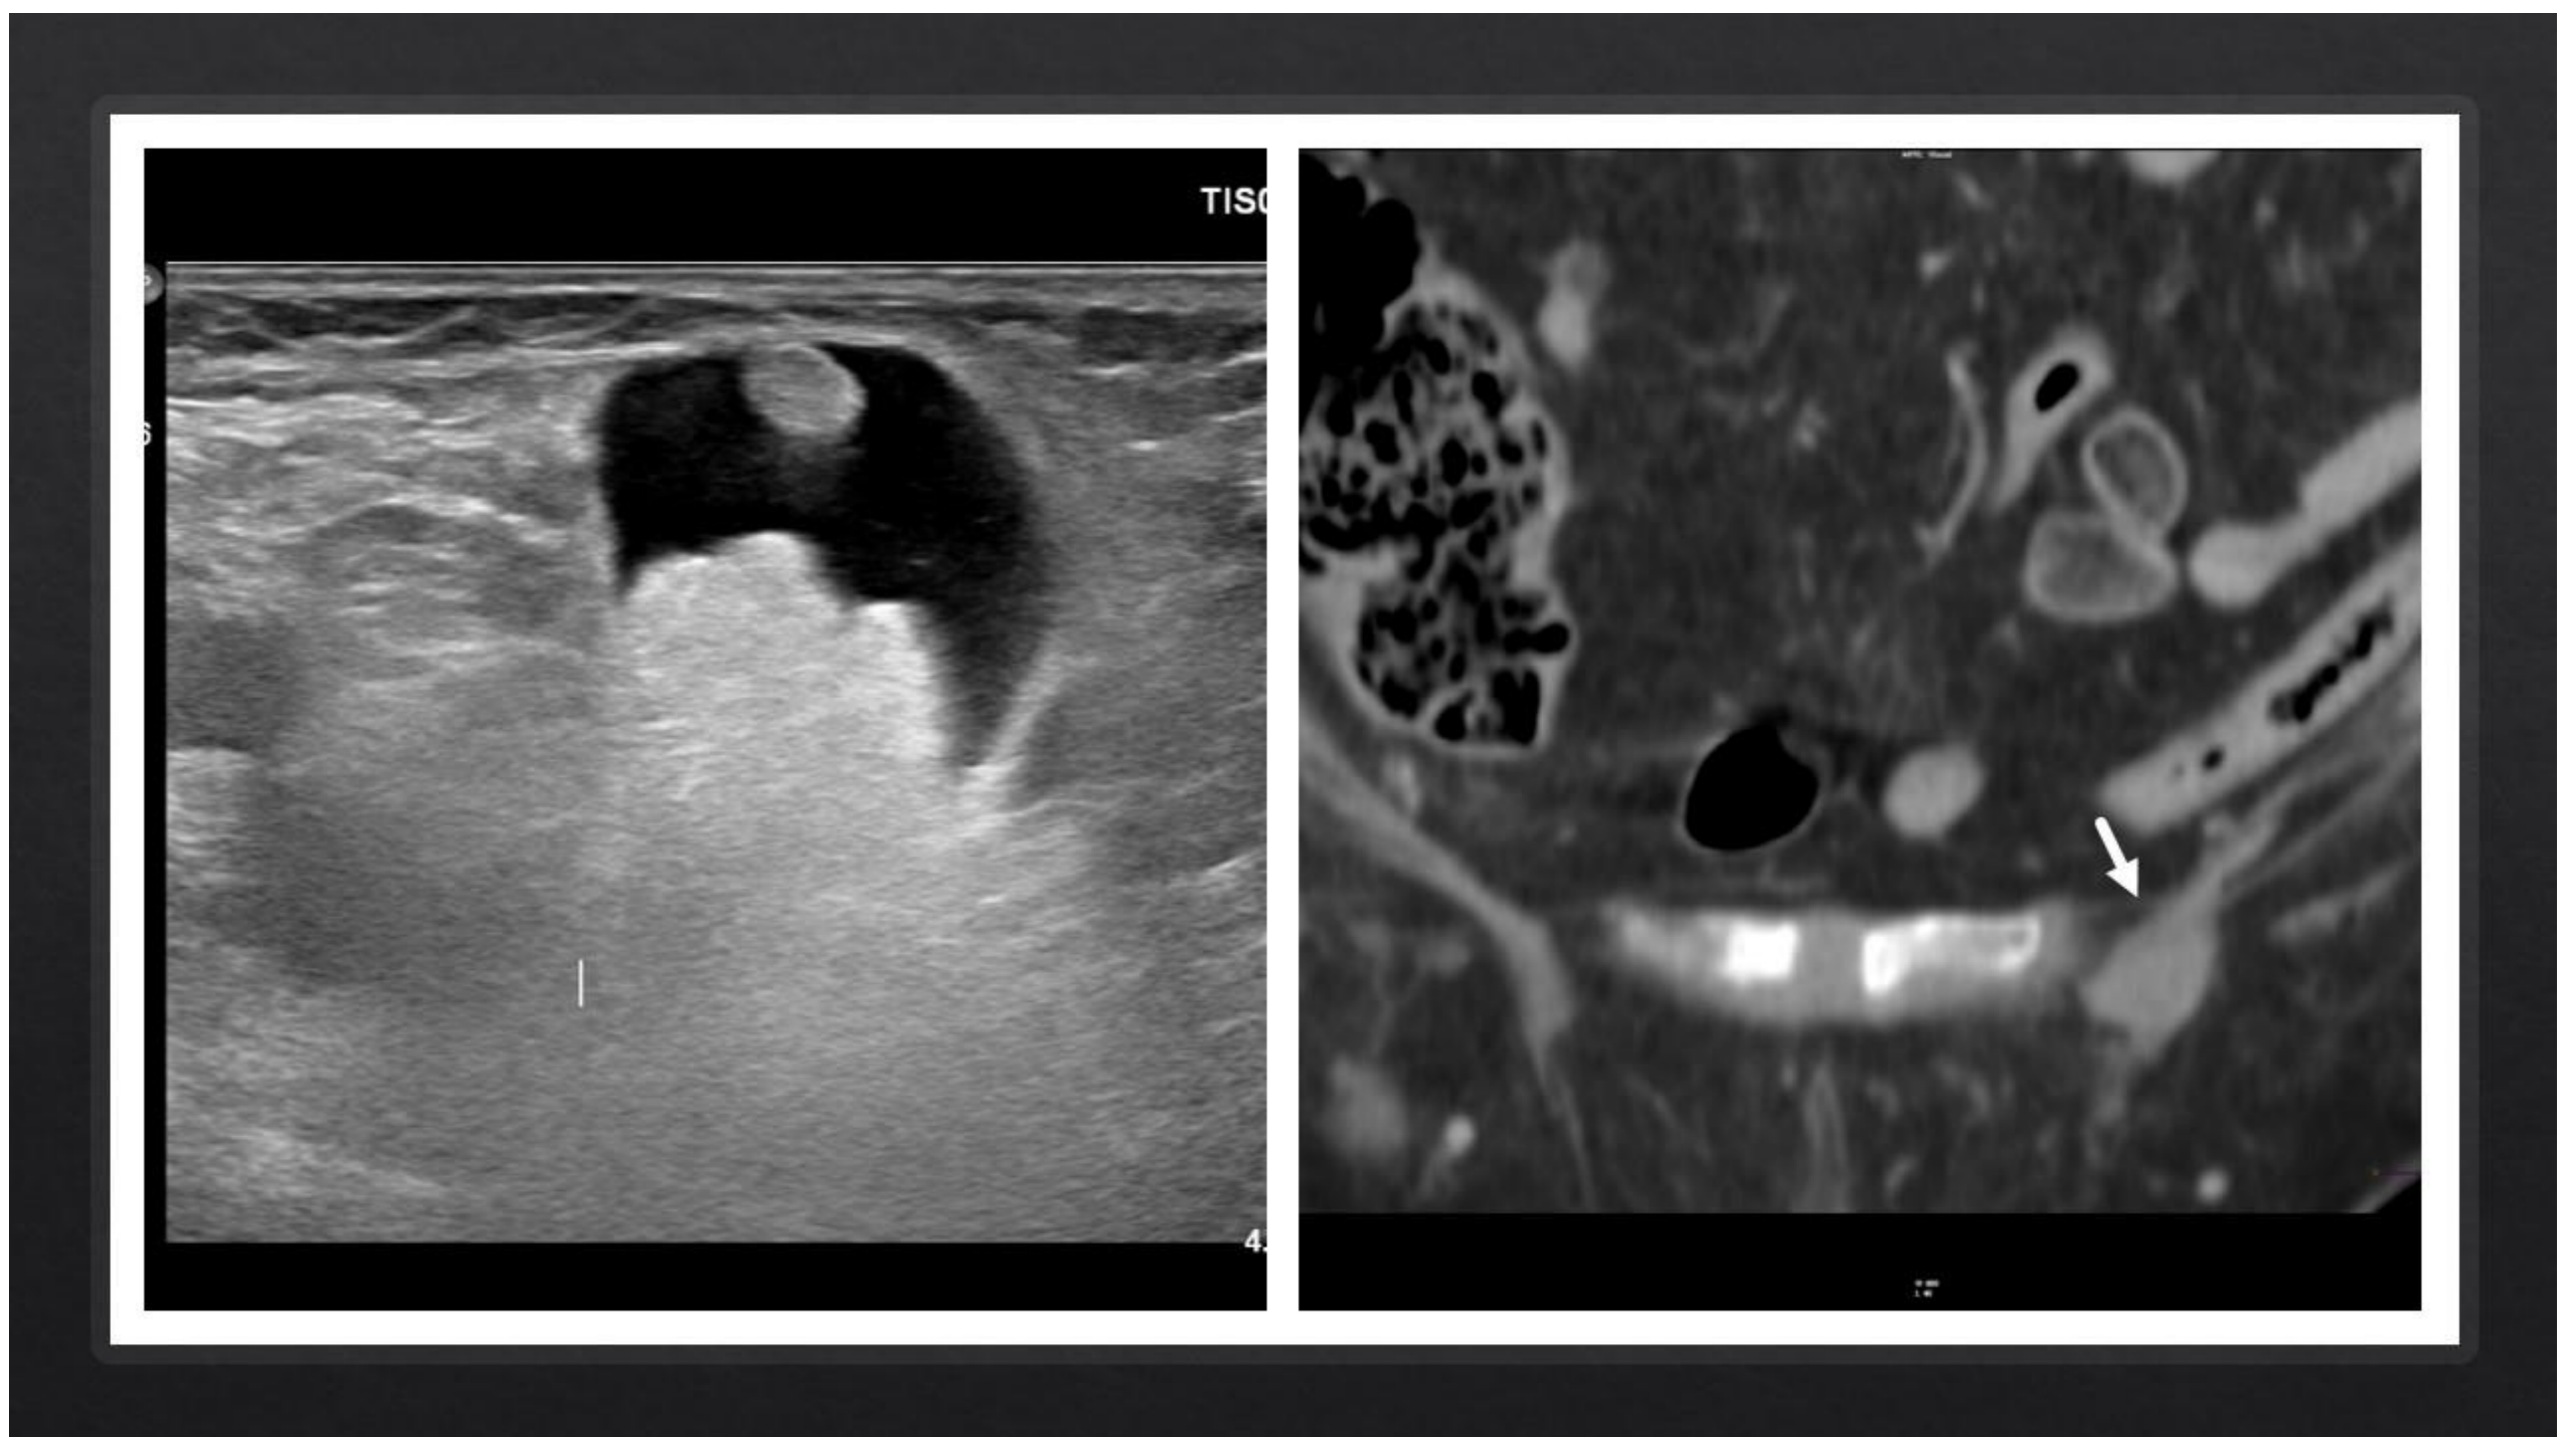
Imágenes de ecografía y TC mostrando un saco herniario con contenido graso y fluido en el interior del conducto inguinal izquierdo.
